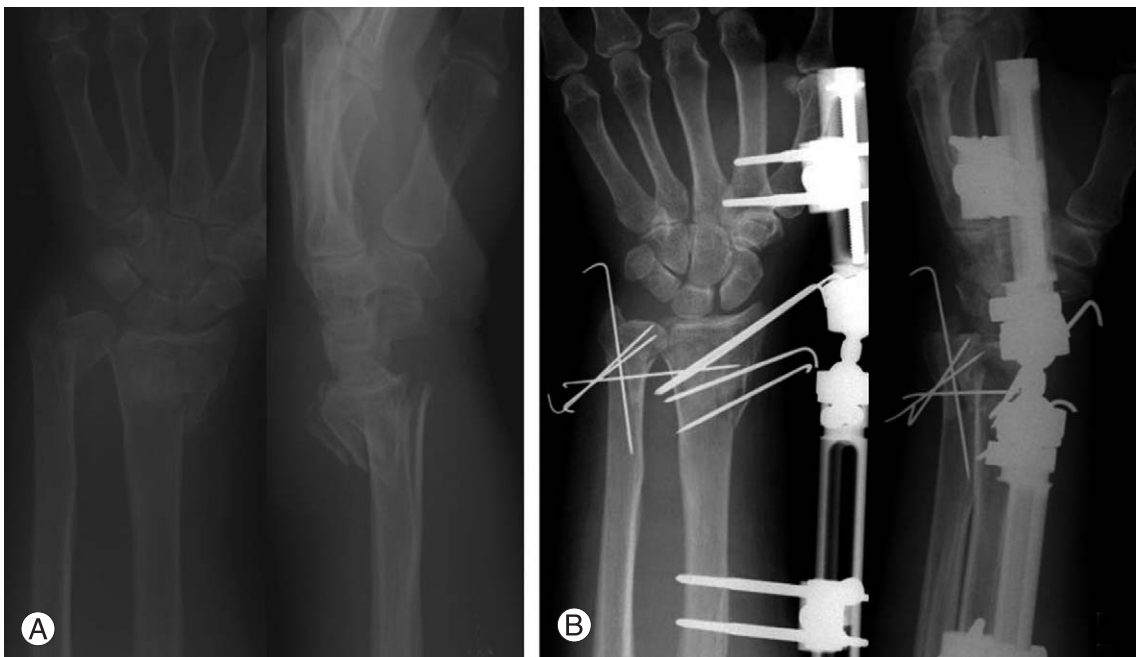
Preoperative (A) and postoperative (B) simple radiographs of the wrist of 62-year-old female patient with AO type B2 fracture of the distal radius and Biyani type 2 fracture of the distal ulna.
